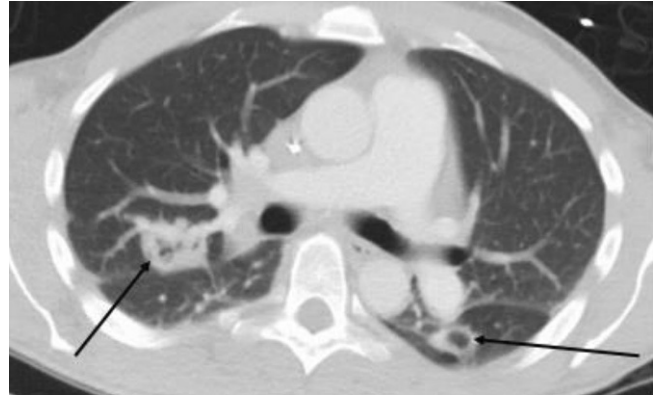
▲ Septische Lungenarterienembolien (Pfeile) beidseits in einer Computertomographie des Patienten
